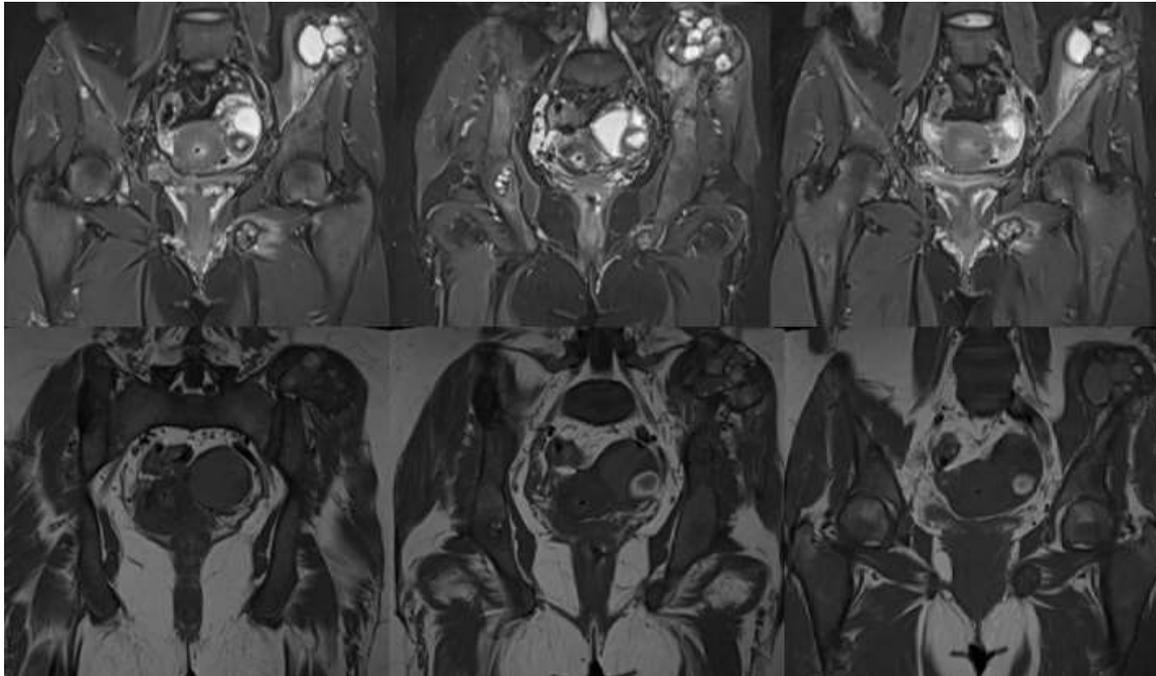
Cortes coronales de RM en secuencias STIR y T1. Muestra en proyección del hueso ilíaco izquierdo extensa imagen heterogénea, con áreas quísticas que presentan nivel líquido-líquido. Mide 9,5cm x 5cm y 5,5 cm (DL x AP x TR). Imagen de similares características se proyecta a nivel de rama isquiopubiana izquierda y en relación al hueso ilíaco derecho. Se observa además alteración en la intensidad de señal de la médula ósea de huesos de cintura pélvica.
